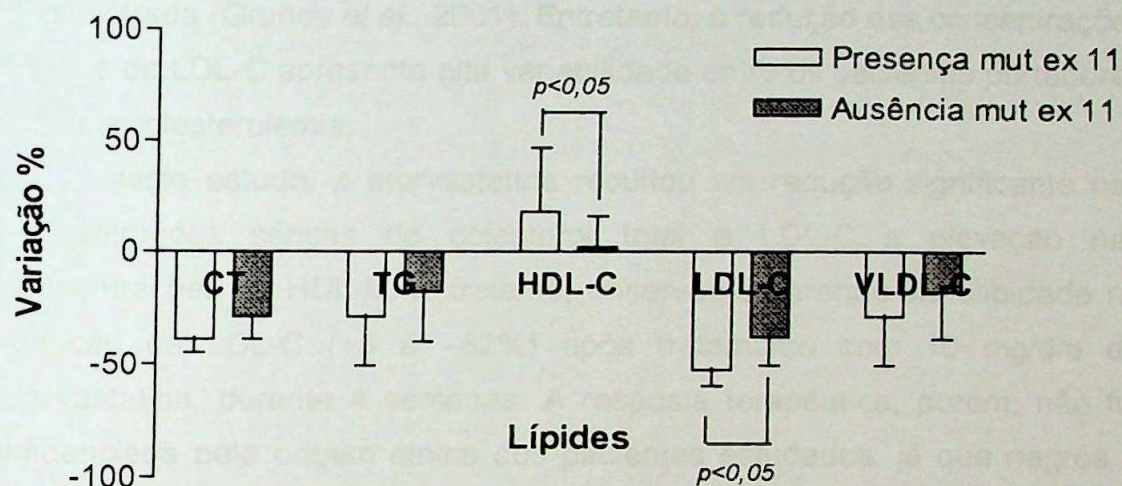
Porcentagem de variação (média ± DP) das concentrações de lipídios nos indivíduos hipercolesterolêmicos com presença ou ausência de mutações no exon 11 do gene da CYP3A4, após tratamento com atorvastatina 10 mg/dia. CT, colesterol total; TG, triglicérides; HDL-C, colesterol da HDL; LDL-C, colesterol da LDL; VLDL-C, colesterol da VLDL. Teste *t* Student.
